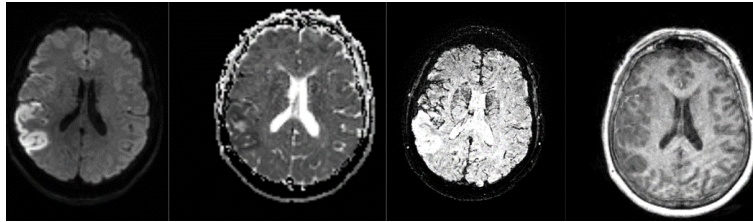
33 – P05 : EBI en séquences DWI B1000, ADC, T2* et T1
